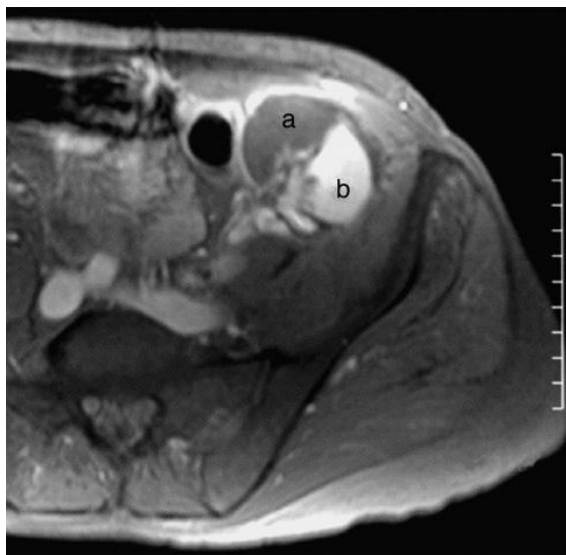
Ressonância magnética, após injeção de gadolínio, de um transplante com trombose de uma das suas 3 artérias. a: zona de necrose não impregnada pelo contraste. b: zona vascularizada. (adaptado de [13])
